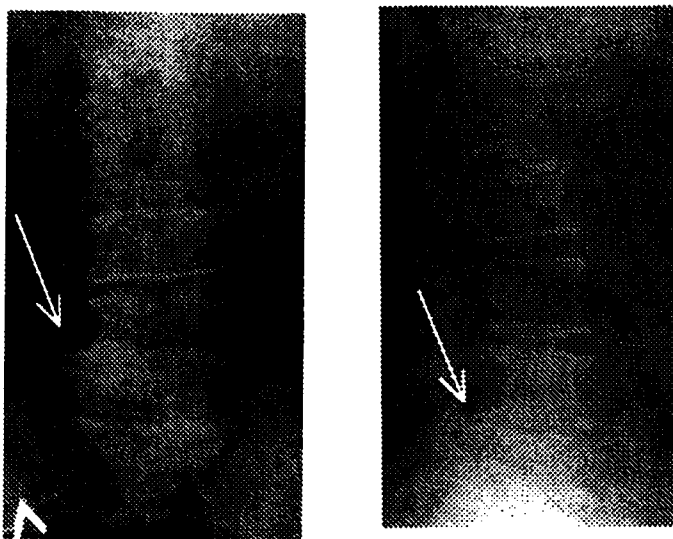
Рентгенологические признаки спондилеза и деформирующего спондилоартроза у больной Н., 48 лет (и.б. 4608)
